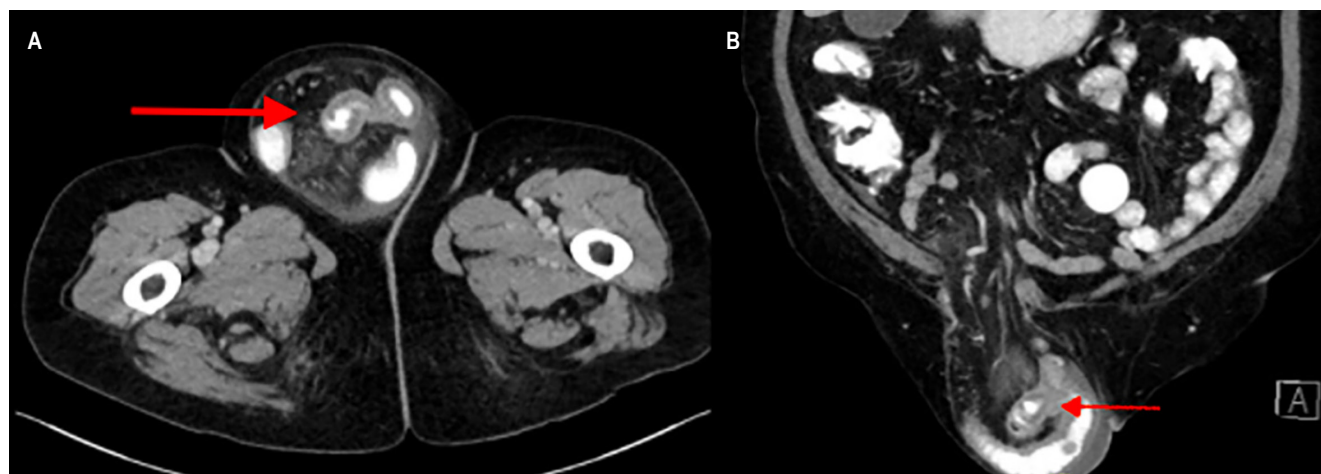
Tomografía axial computarizada de abdomen. A. Corte axial. B. Corte coronal. Defecto herniario señalado con línea roja. Imágenes propiedad de los autores.
